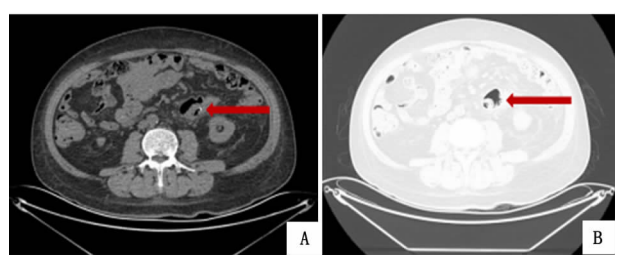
下腹部+盆腔 CT(降结肠肠腔内可见腹膜透析导管影,局部渗出明显。A:纵隔窗;B:肺窗)
